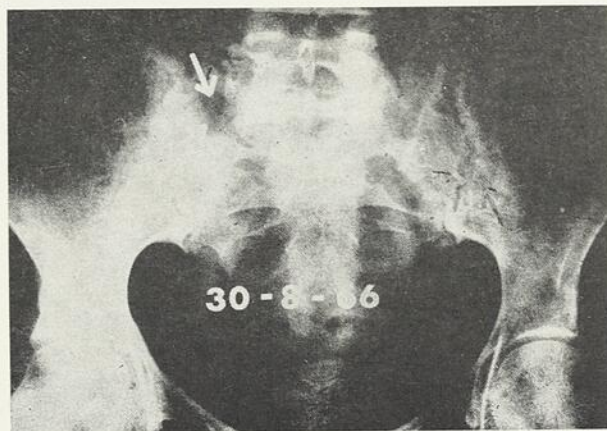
Radiographie du bassin, le 30 août 1966.
